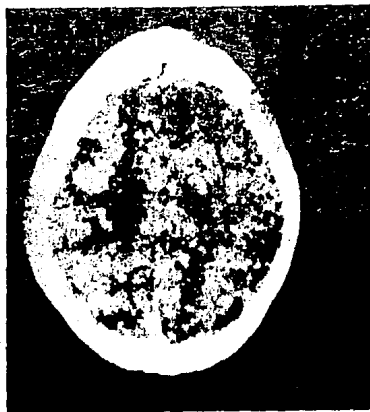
Tomografía simple. Se observa imagen isodensa, redondeada, con hipodensidad en su periferia (edema perilesional). Localizada en la región parietal derecha.
